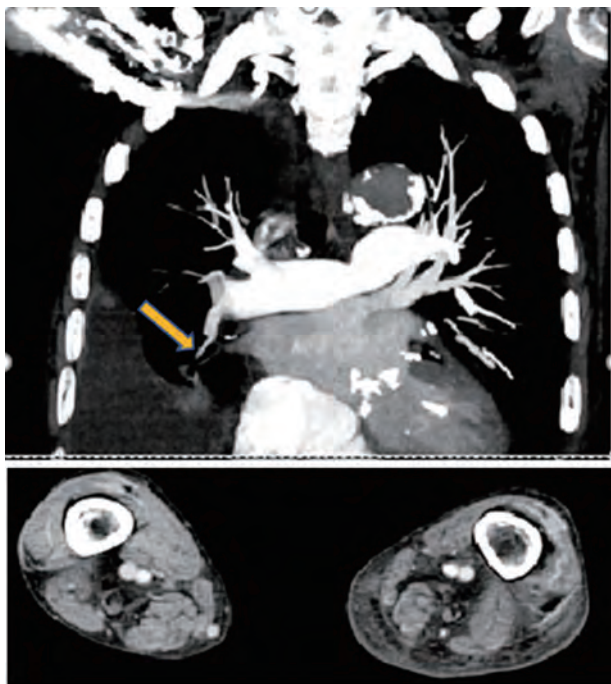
上段:胸部、下段:下肢の造影CT day1
